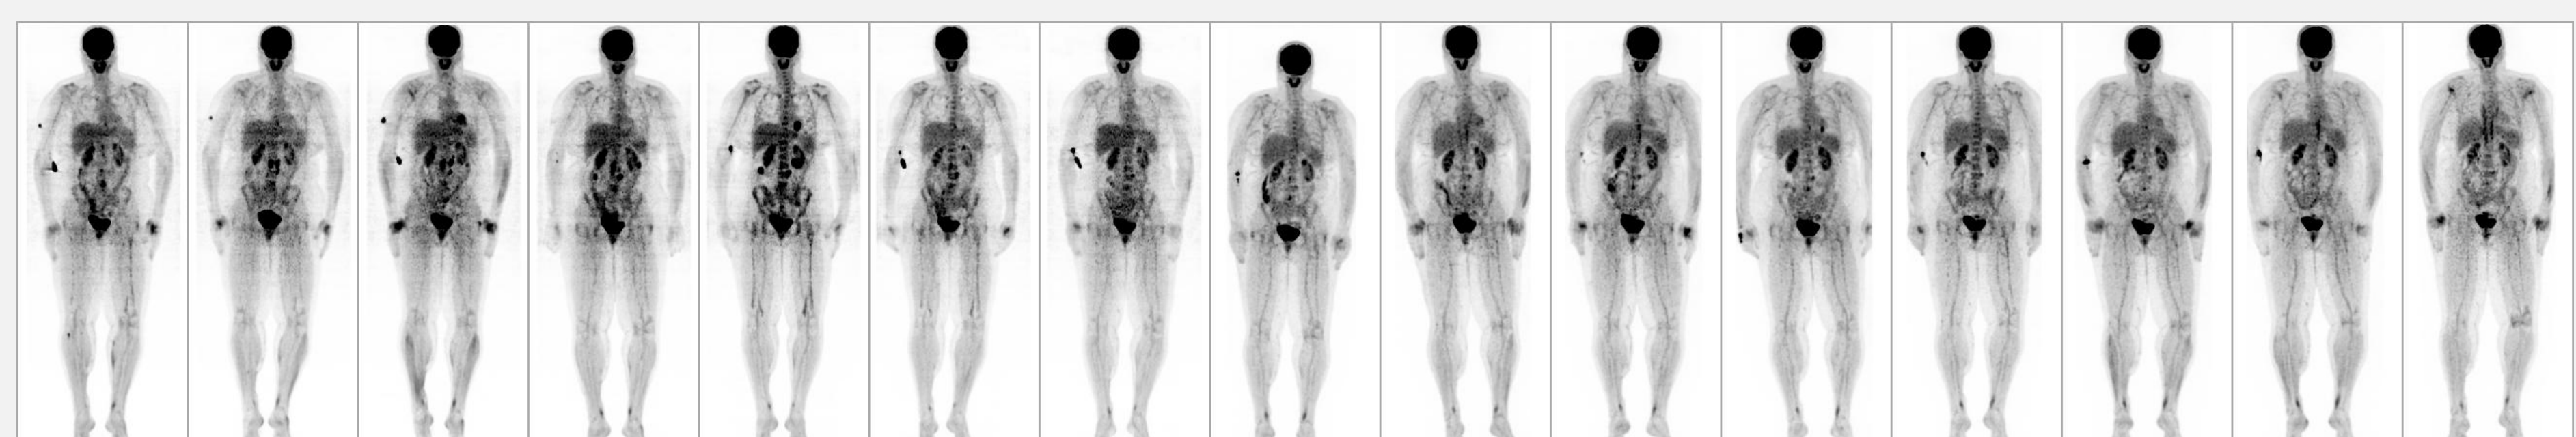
¹⁸F-FDG PET/CT Verlauf bei malignem Melanom
